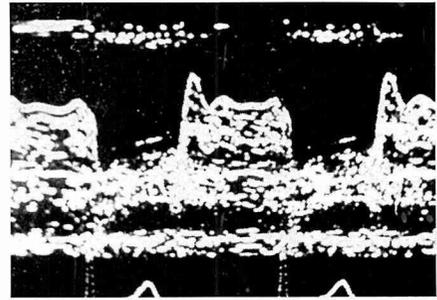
Preoperative echocardiogram at the recurrent growth (April, 1974)
